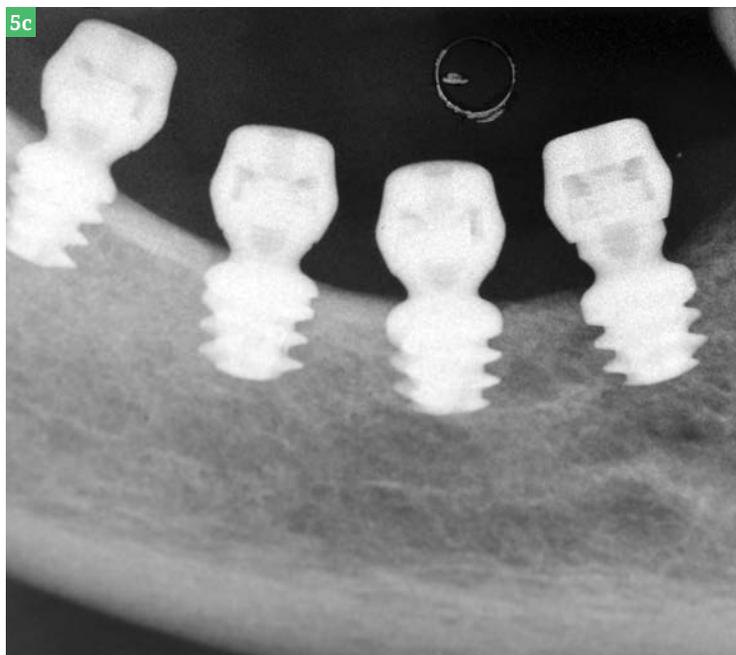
Réhabilitation d'une mandibule postérieure avec atrophie verticale, avec des implants courts de 4 mm. Fig.5a : Tomographie axiale informatisée de la mandibule postérieure de droite. Fig.5b : Hauteur osseuse résiduelle au-dessus du NAI 5,4 mm. Fig.5c : RX endoral après la pose d'implants longs de 4 mm avec un diamètre de 4 mm. Fig.5d : Tomographie axiale informatisée après la pose implantaire qui met en avant la proximité avec le NAI.
